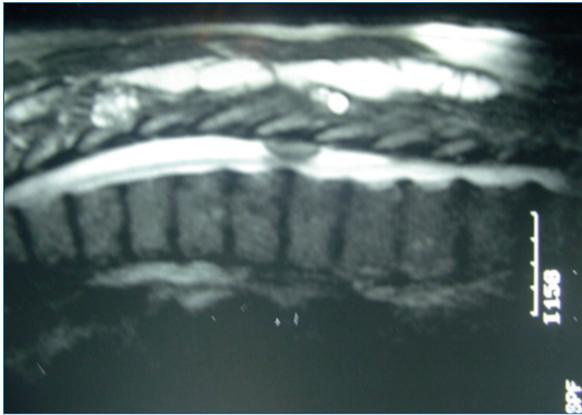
IRM: Se evidencia compresión extrínseca médula espinal.
